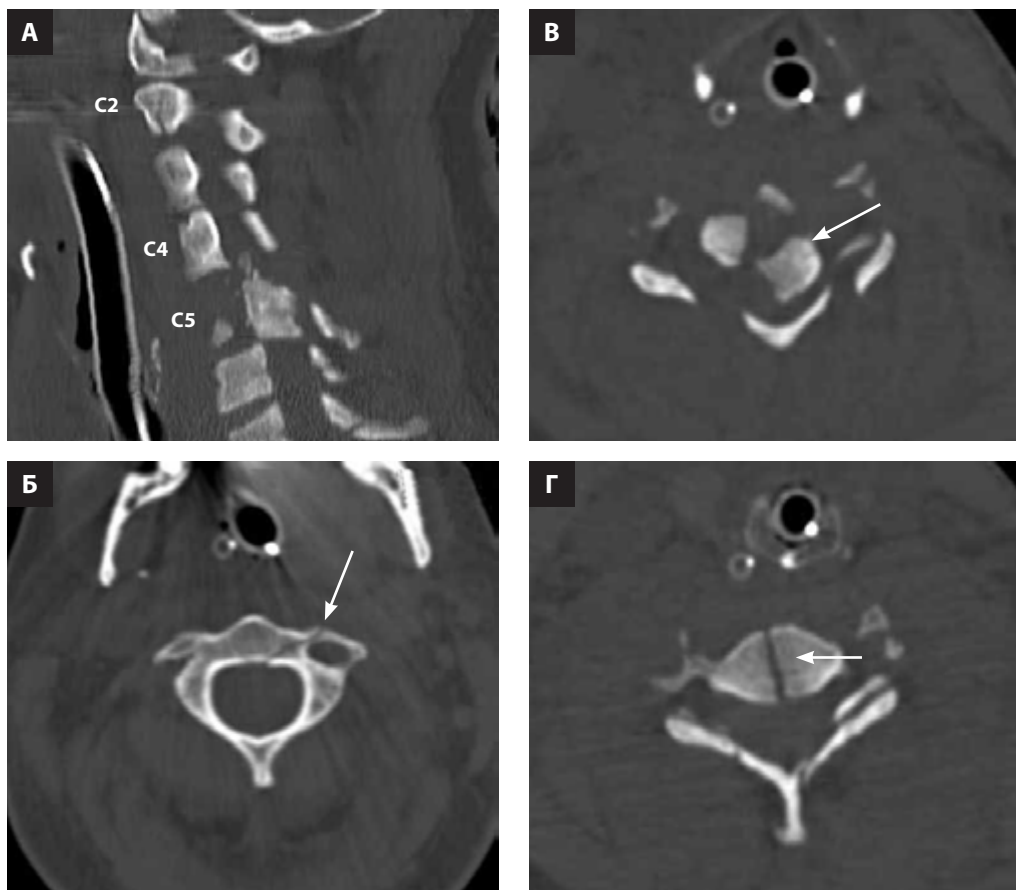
Рентгеновская компьютерная томография шейного отдела позвоночника. А — Сагиттальная реконструкция, показывающая наличие переломов на нескольких уровнях. Б — Поперечный срез на уровне тела C_2 , показывающий перелом тела C_2 слева от зуба позвонка (стрелка). В — Поперечный срез — перелом со смещением левой половины тела позвонка в спинномозговой канал (стрелка), предположительно с компрессией спинного мозга; Г — поперечный срез — срединный перелом тела позвонка (стрелка) с двусторонними переломами дуги позвонка.
